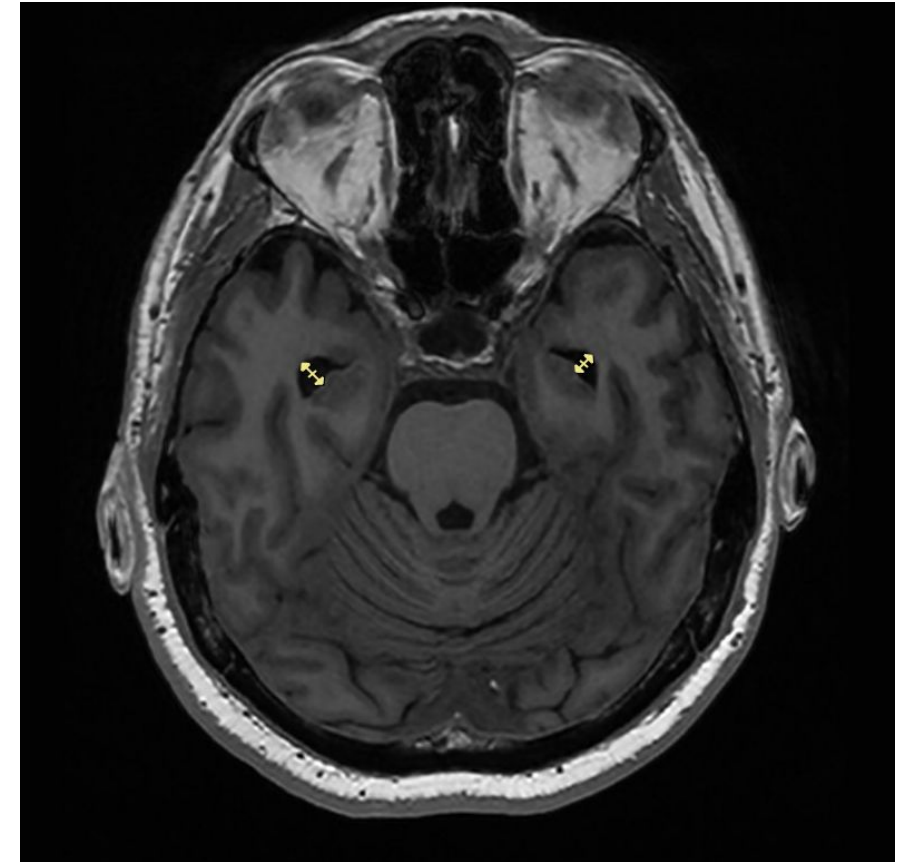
Corte axial de RM. Medición bilateral de las astas temporales.
